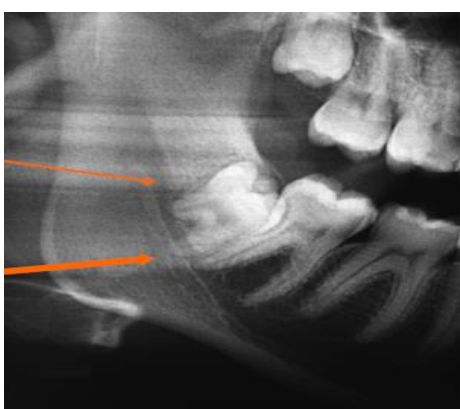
Image radiographique montrant le rapport des racines de la 48 avec le canal mandibulaire
